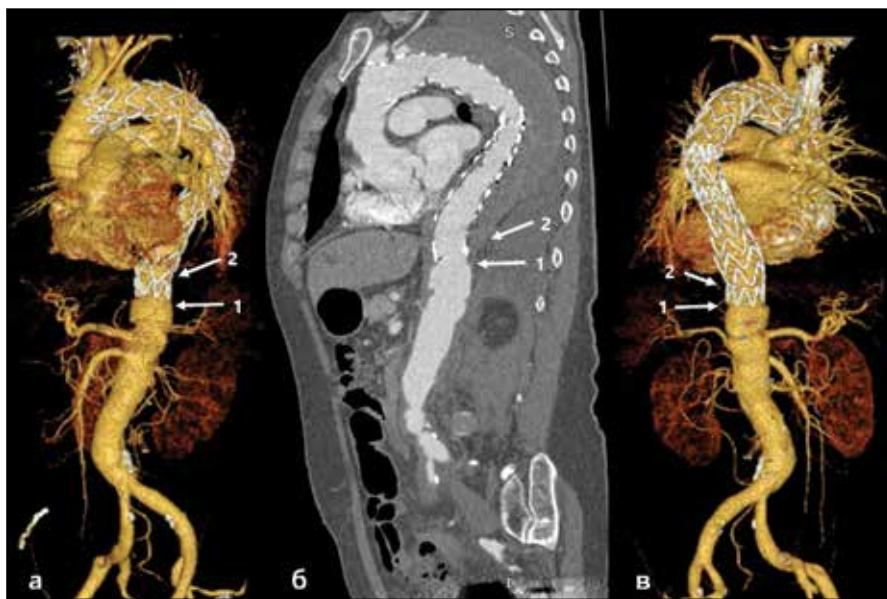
МСКТ-ангиограмма через 1 месяц после открытой повторной реконструкции торакоабдоминальной аорты: а – передняя 3D-реконструкция; б – сагиттальный срез; в – задняя 3D-реконструкция; 1 – зона анастомоза между стент-графтом и дакроновым протезом; 2 – зона бандажирования
